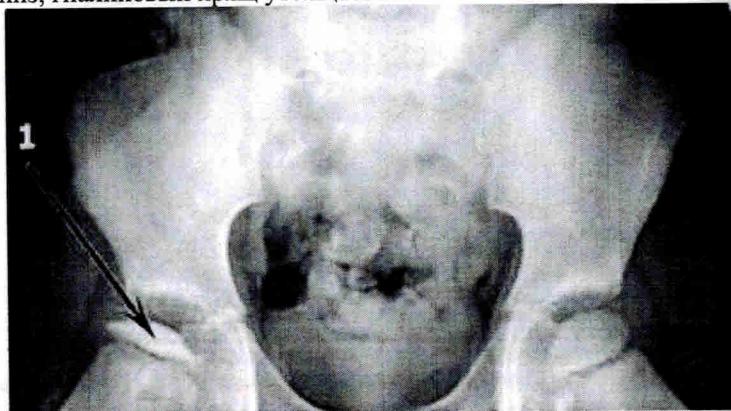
Рентгенологические проявления в правой головке бедра во второй стадии болезни Легг–Кальве–Пертеса.
